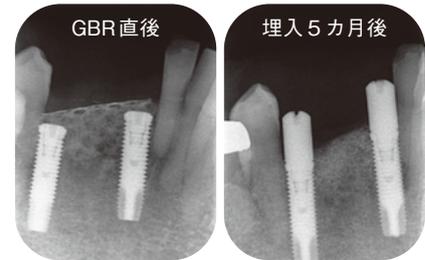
GBR直後(左)とアバットメント連結後(右)のデンタルX線写真
